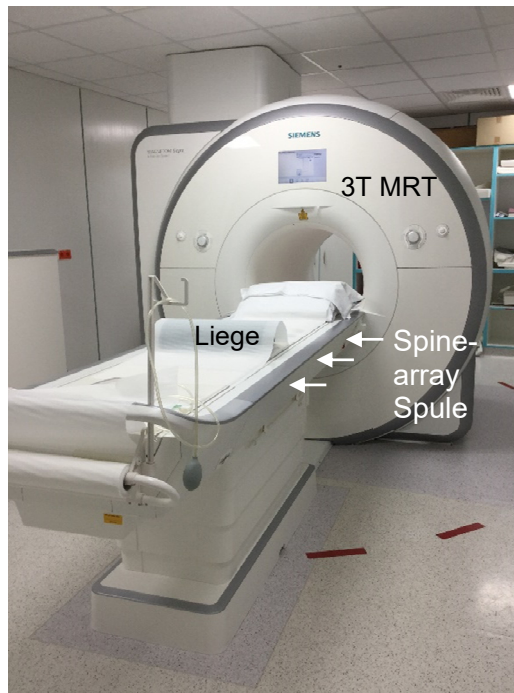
Klinisches 3T MRT-System.
